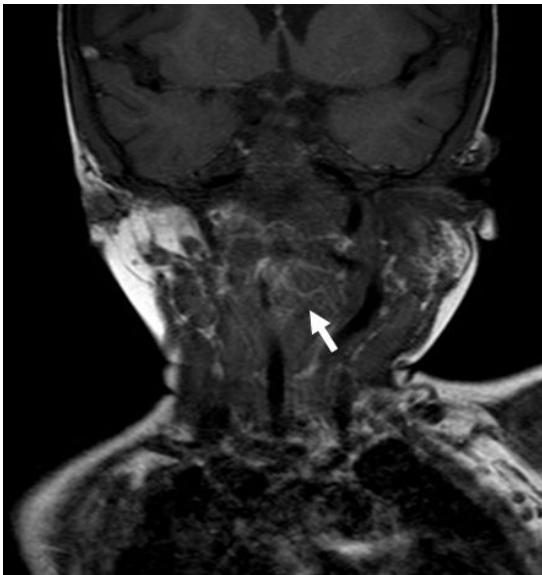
An axial magnetic resonance imaging revealed about 4 cm sized, hyperintense, minimally enhancing, multinodular and infiltrative mass involving left parapharyngeal and left carotid space.
